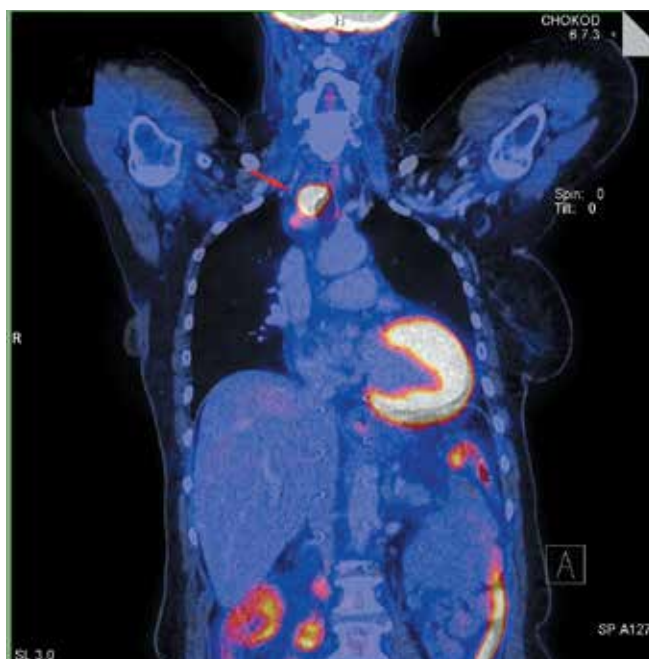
Контрольная позитронно-эмиссионная компьютерная томография пациентки А. в августе 2017 г.
